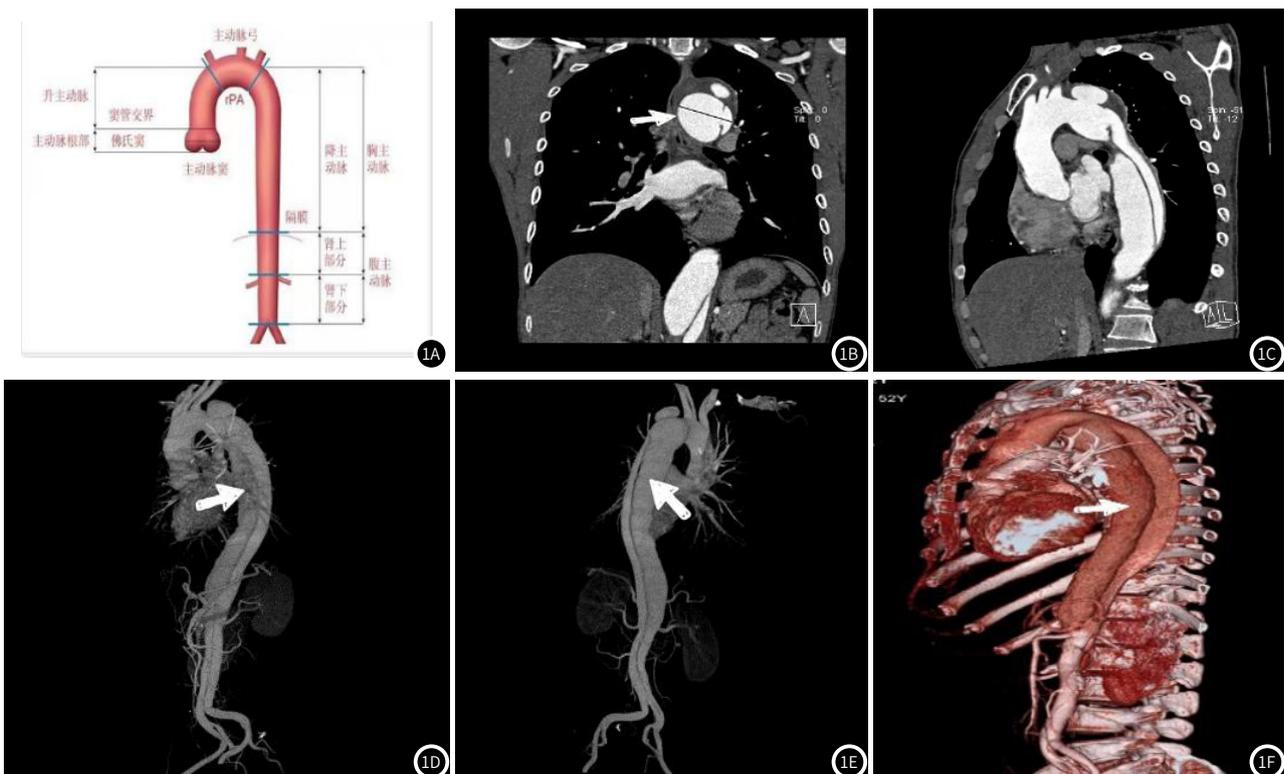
显示升主动脉的长度是窦管交界到头臂干之间的长度; 图1B 箭头所指升主动脉的横断面, 横断面当中的黑色直线表示测量升主动脉的内侧直径; 图1C 为CT血管造影主动脉夹层MPR图像; 图1D-图1F 为CT血管造影主动脉夹层VR图像, 箭头所指主动脉夹层中密度较高的主动脉真腔。
